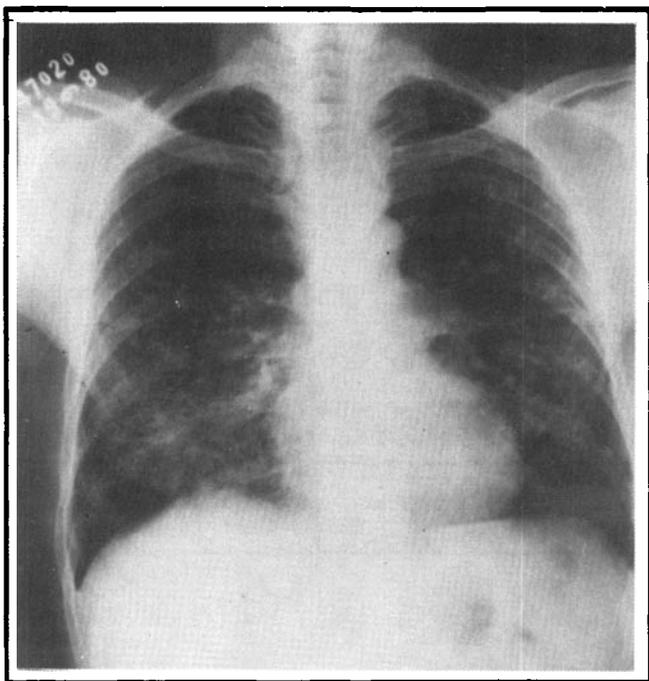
Blastomicose sul-americana*. Radiografia de tórax mostrando comprometimento pulmonar concomitante.
